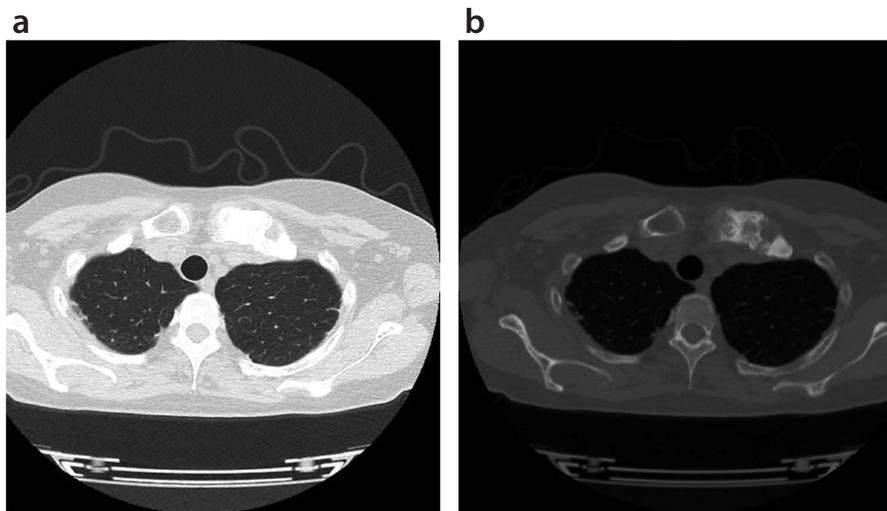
症例1の肺野条件(a)と骨条件(b)による胸部CT画像
